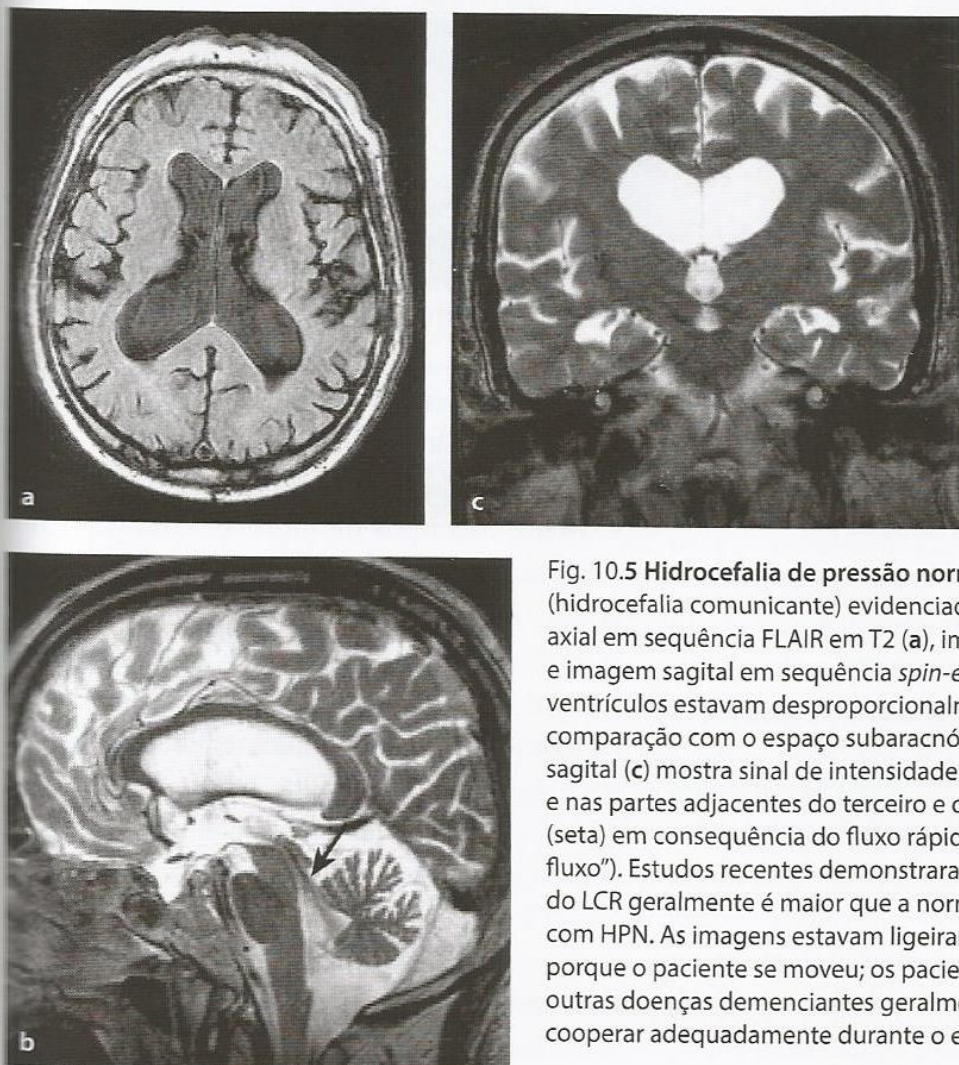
Hidrocefalia de pressão normal (HPN) (hidrocefalia comunicante) evidenciada à RM. Imagem axial em sequência FLAIR em T2 (a), imagem coronal (b) e imagem sagital em sequência *spin-echo* em T2 (c). Os ventrículos estavam desproporcionalmente dilatados em comparação com o espaço subaracnóideo. A imagem sagital (c) mostra sinal de intensidade baixa no aqueduto e nas partes adjacentes do terceiro e quarto ventrículos (seta) em consequência do fluxo rápido do LCR ("área sem fluxo"). Estudos recentes demonstraram que a pulsatilidade do LCR geralmente é maior que a normal nos pacientes com HPN. As imagens estavam ligeiramente borradas porque o paciente se moveu; os pacientes com HPN e outras doenças demenciais geralmente não conseguem cooperar adequadamente durante o exame de RM.
